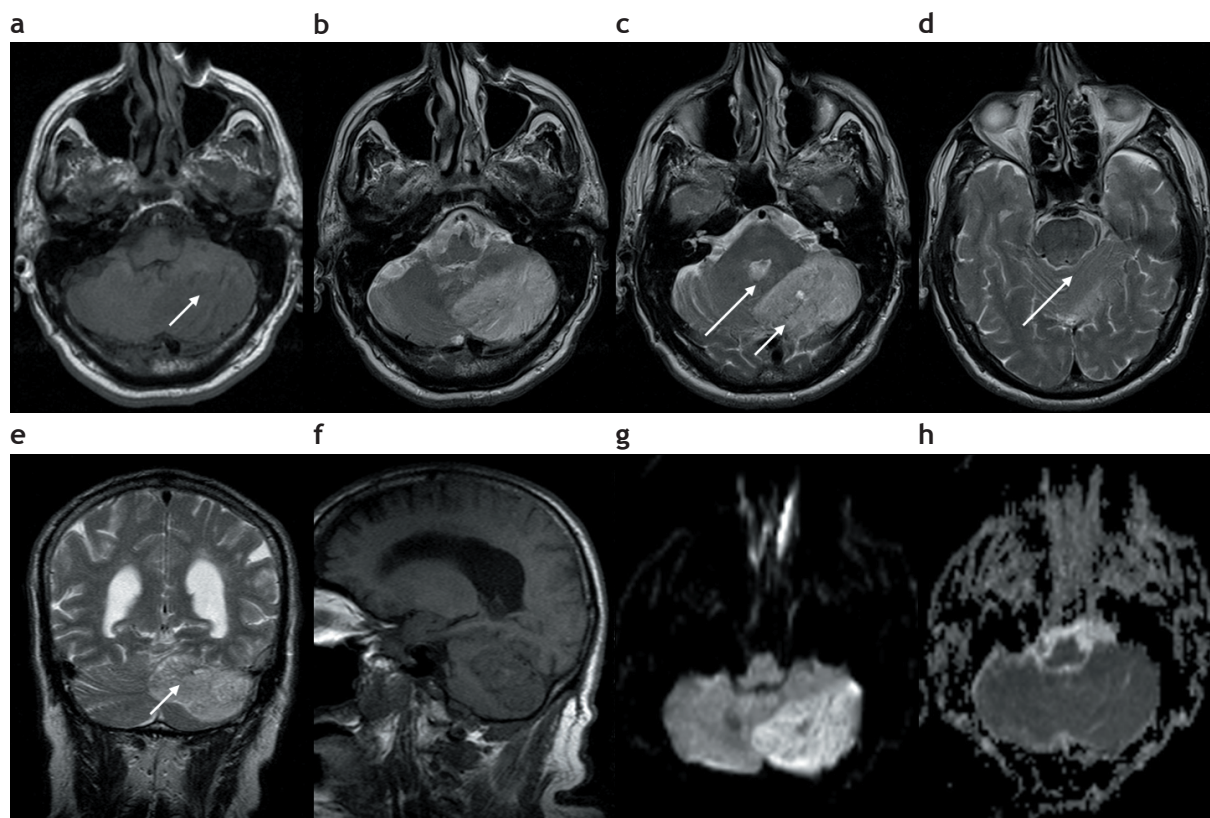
Imágenes convencionales de resonancia magnética: (a) plano axial en ponderación T1 y (b), (c) y (d) en T2, (e) coronal en ponderación T2 y (f) sagital en ponderación T1, (g) secuencias de difusión y (h) mapa de coeficiente de difusión aparente. Se reconoce una lesión en el hemisferio cerebeloso izquierdo y vermis, hipointensa en secuencias ponderadas en T1 e hiperintensa en ponderación T2, con leve efecto de masa (flechas largas), y aisladas zonas hipointensas atribuibles a focos de calcificaciones (flechas cortas), mostrando el típico aspecto atigrado o estriado característico de la enfermedad de Lhermitte-Duclos. En las secuencias de difusión se evidencia hiperintensidad de señal, mientras se presenta isointensidad en el mapa de coeficiente de difusión aparente.
